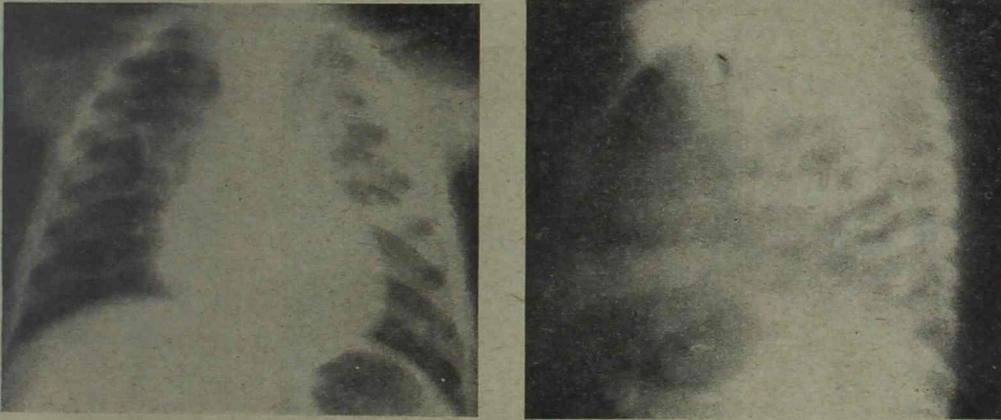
Radiografías inmediatas a la vómita, BT días después de la primera operación; el absceso se ha evacuado por completo. Persiste sin cambios el neumatocele en el lado derecho.
